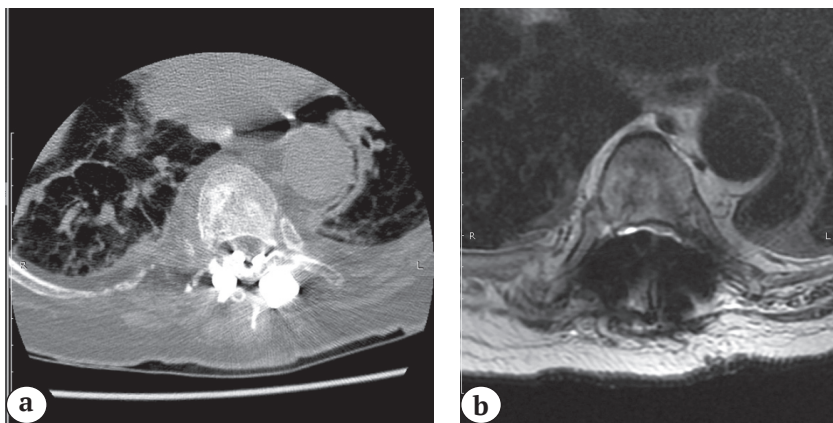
Аксиальный срез МСКТ (а) и аксиальное T2-взвешенное МРТ-изображение (b) позвоночника на уровне Th7 позвонка. Артефакты от ламинарной системы на МРТ, симулирующие критический стеноз позвоночного канала
